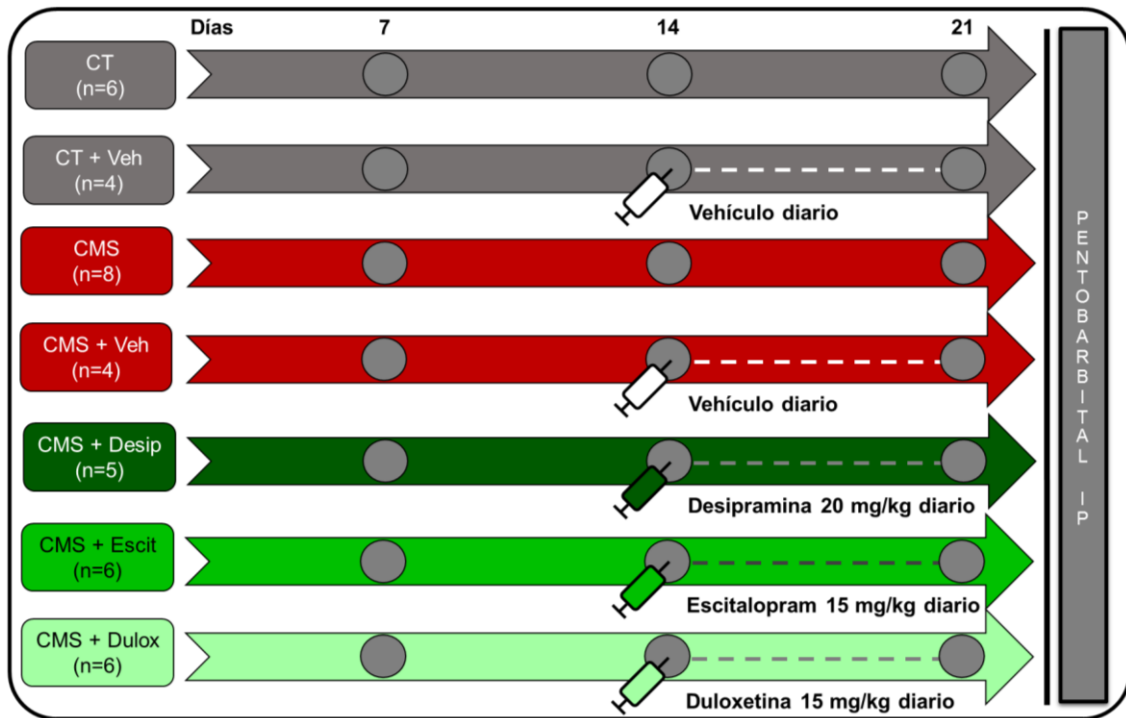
Diseño experimental *chronic mild stress* (CMS) y administración de antidepresivos. CT: control; Veh: vehículo; Desip: desipramina; Escit: escitalopram; Dulox: duloxetina; IP: intraperitoneal.
